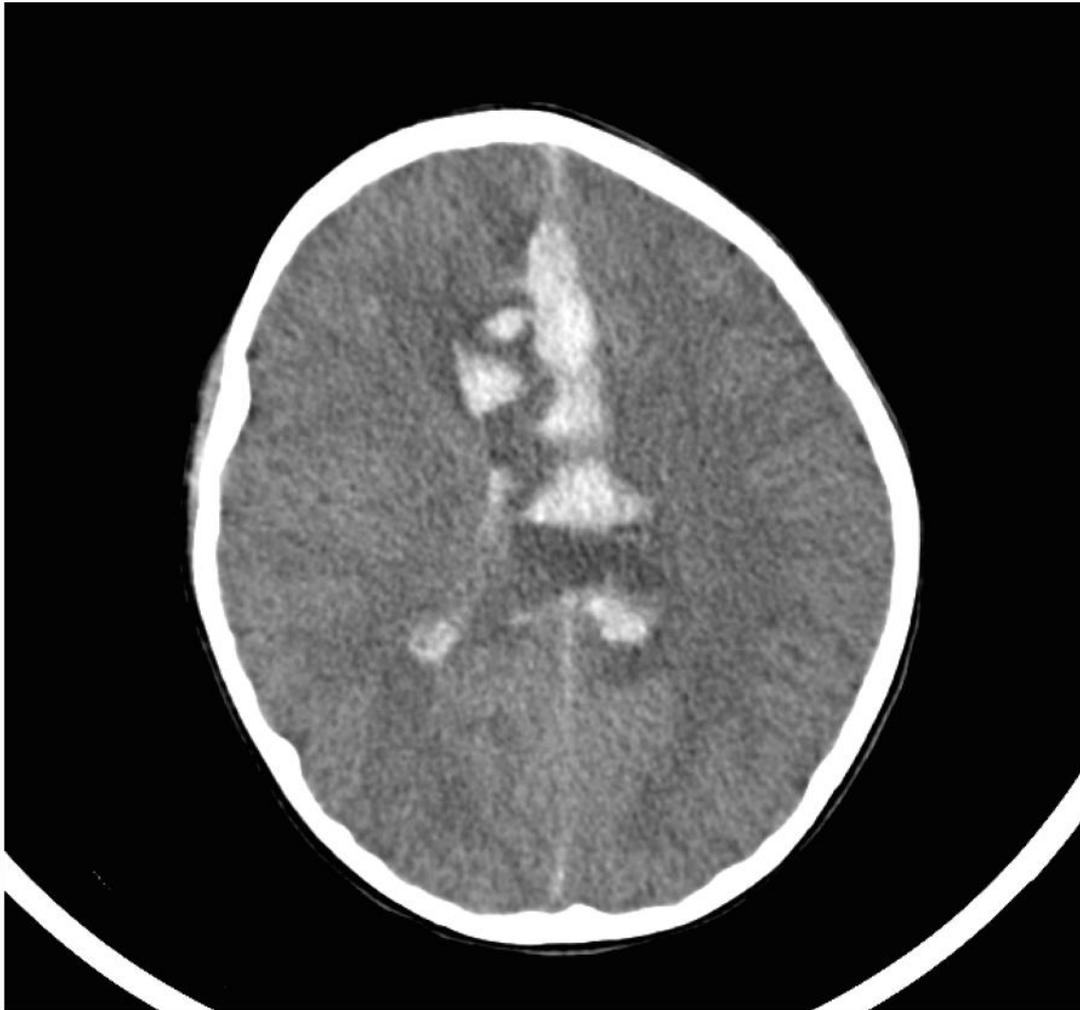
Axial view of brain CT with subarachnoid hemorrhage associated with interhemispheric and intraventricular hematoma (Fisher 4)
